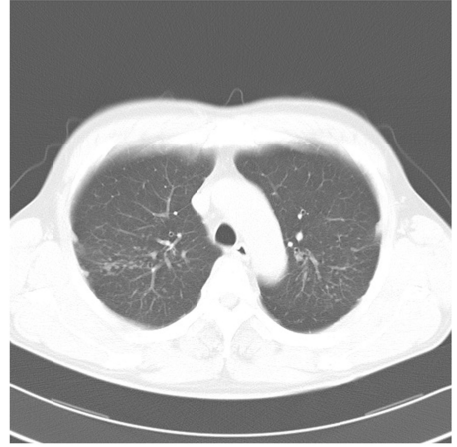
図 9 症例の CT 画像（大動脈弓部）
